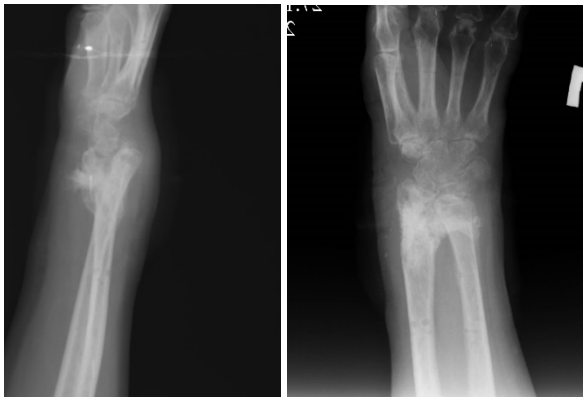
Рентгенограммы пациентки Ч. после демонтажа АНФ
